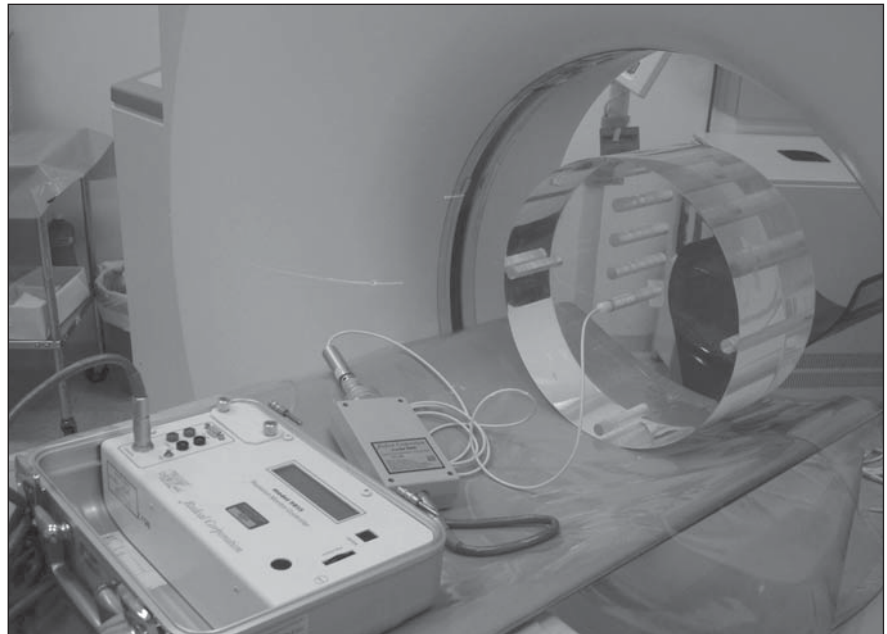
Eletrômetro, câmara de ionização e simulador de corpo exposto ao feixe tomográfico para o cálculo do CTDI (*computed tomography dose index*).
